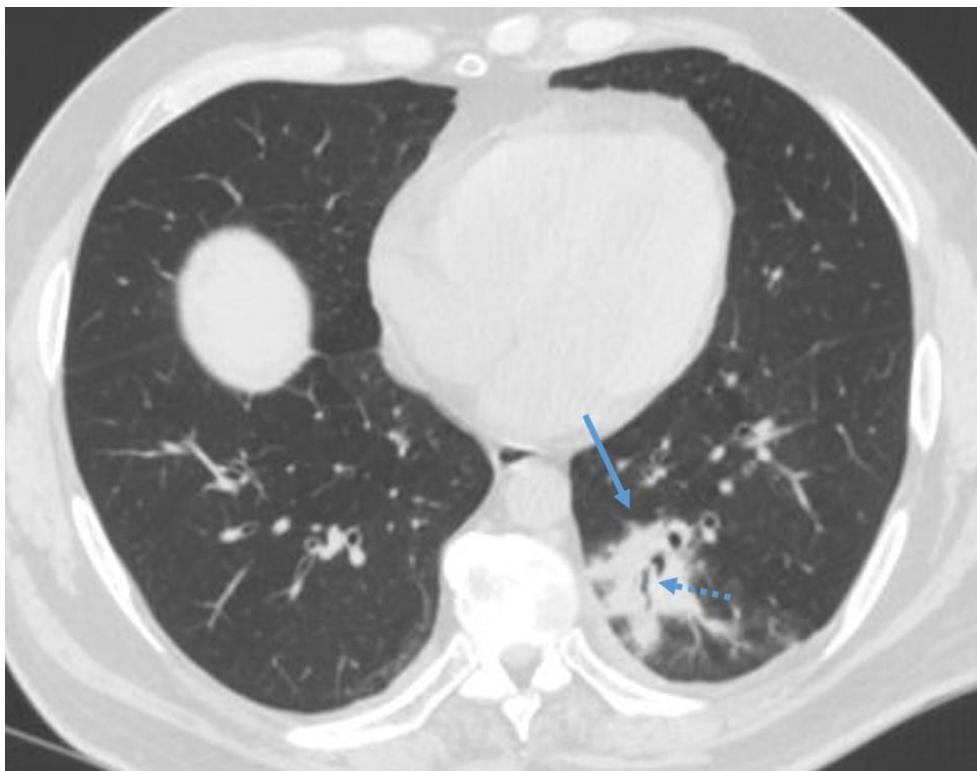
КТ груди, аксиальный срез. Больной бактериальной пневмонией, в нижней доле левого легкого участок консолидации (сплошная стрелка) с симптомом воздушной бронхографии (пунктирная стрелка)
